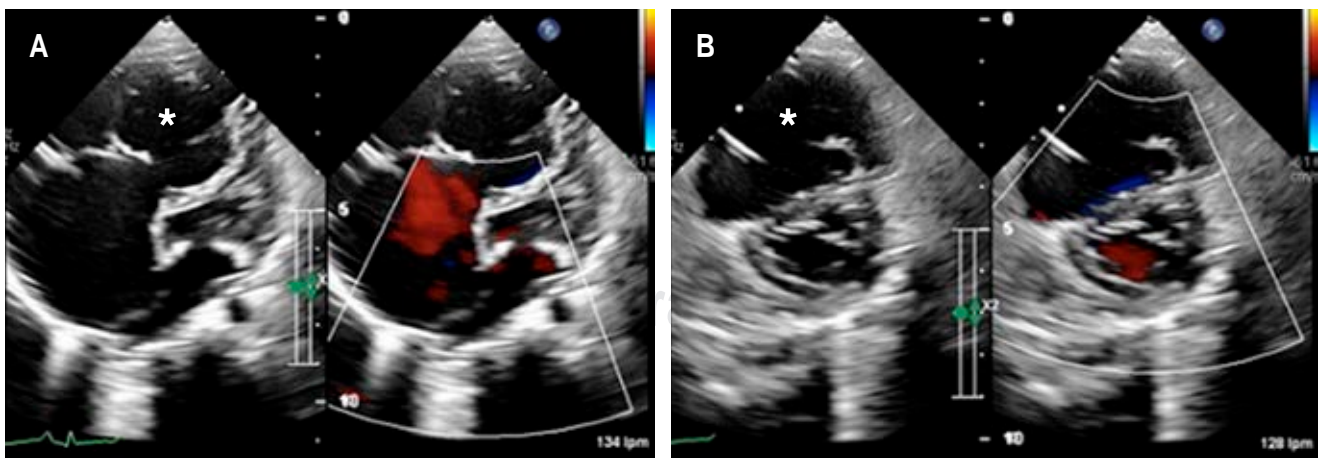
A) Ecocardiografía con dilatación del ventrículo derecho (*) y anillo tricuspídeo. B) Se observa ventrículo derecho (*) dilatado con ausencia de músculo en la pared libre.
